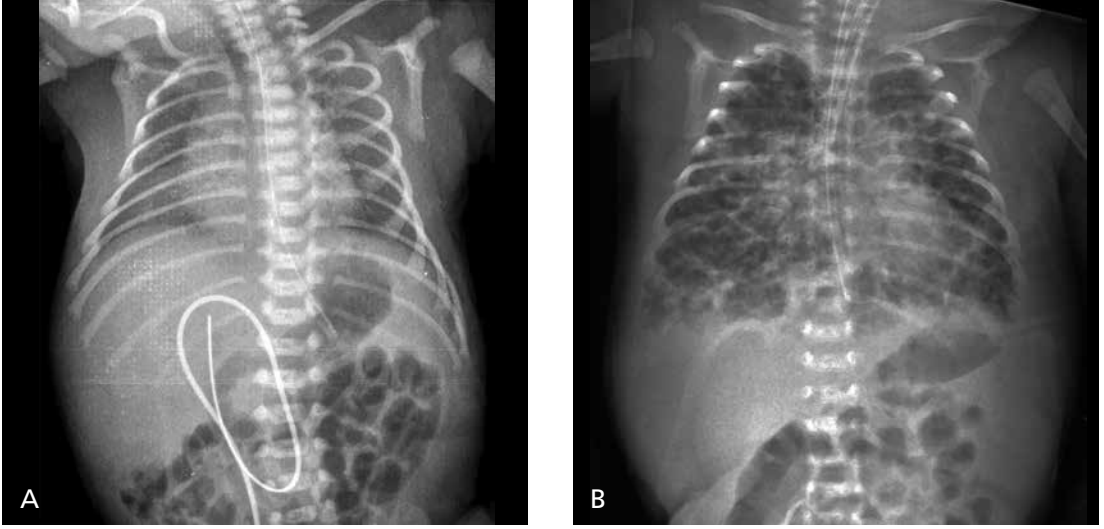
A-C. Ağır sürfaktan eksikliği hastalığı. 25 haftalık prematürde yenidoğan doğum sonrası ağır solunum sıkıntısı nedeniyle elde edilen posteroanterior radyografide (A) her iki akciğerin tamamiyle opasifiye olduğu ve havalanmadığı izlenmektedir. Prematüre olduğu için cilt altı yağlı dokunun ince ve humerus proksimal epifizlerinin ossifiye olmadığı görülmektedir. Ayrıca endotrakeal tüp, orogastrik kateter ve umbilikal kateter beklenen lokalizasyonda izlenmektedir. (B) Sürfaktan tedavisi sonrası 12 saat sonra elde edilen radyografide her iki akciğerde dramatik bir düzelme izlenmektedir. (C) Benzer şekilde prematürite ve sürfaktan eksikliği hastalığı olan ve ventilatörde oksijen tedavisi alan bir başka hastada geç dönemde halen oksijen ihtiyacı devam etmektedir. Anteroposterior radyografide her iki akciğerde sebat eden ağırlıklı olarak santral yerleşimli olmak üzere yaygın alveolar opasiteler izlenmektedir. Bu bulgular bronkopulmoner displazi ile uyumludur.
